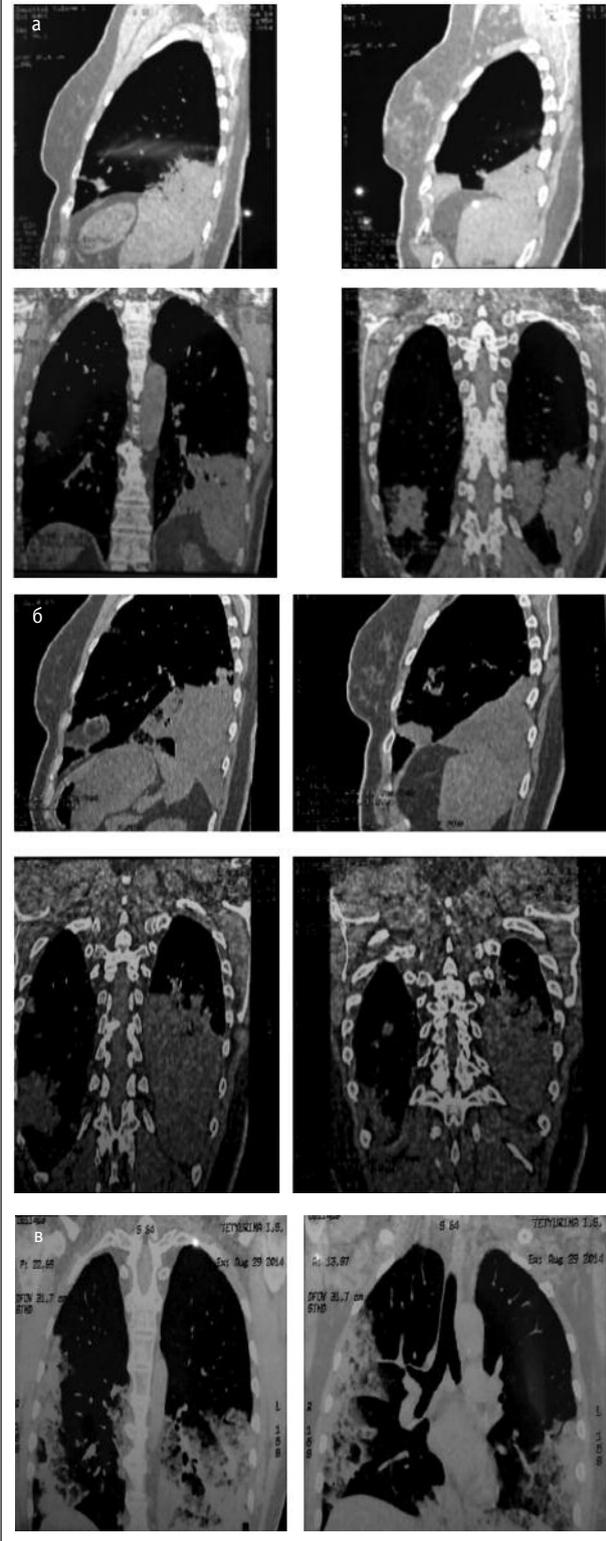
Динамика рентгенологических изменений пациентки Т. а – рентгенограмма ОГК от 25.02.2014 г., б – рентгенограмма ОГК от 9.07.2014 г., в – рентгенограмма ОГК от 19.09.2014 г., г – рентгенограмма ОГК от 29.09.2014 г.
